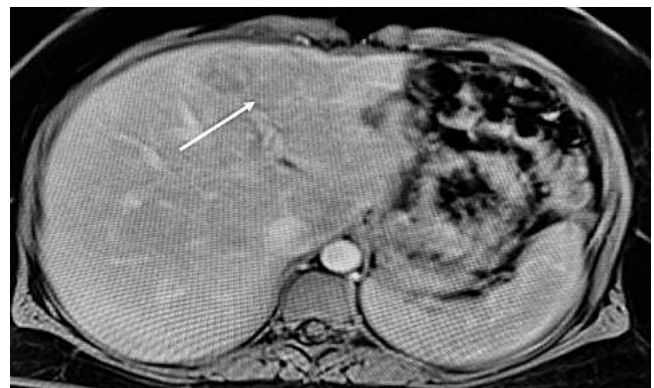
RM de abdomen con contraste que evidencia una lesión hepática que no descarta malignidad.
